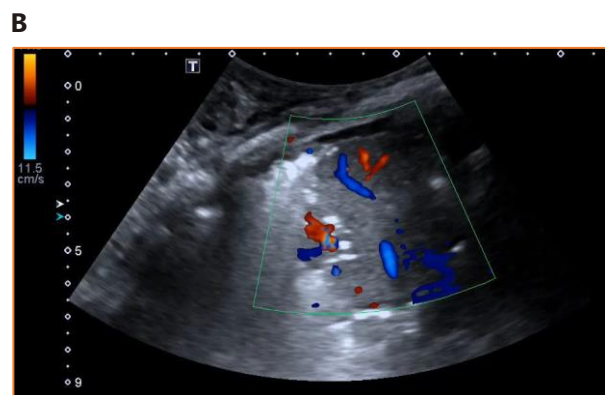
Ultrassom de tórax, corte transversal no modo B (A) e Doppler colorido (B), usando um transdutor convexo. Uma extensa consolidação parenquimatosa é mostrada, lembrando a textura ultrassonográfica do fígado. Estruturas ecogênicas ramificadas são vistas e representam broncograma aéreo. O Doppler colorido demonstra um aumento do fluxo sanguíneo. O achado é sugestivo de pneumonia no cenário COVID-19.
